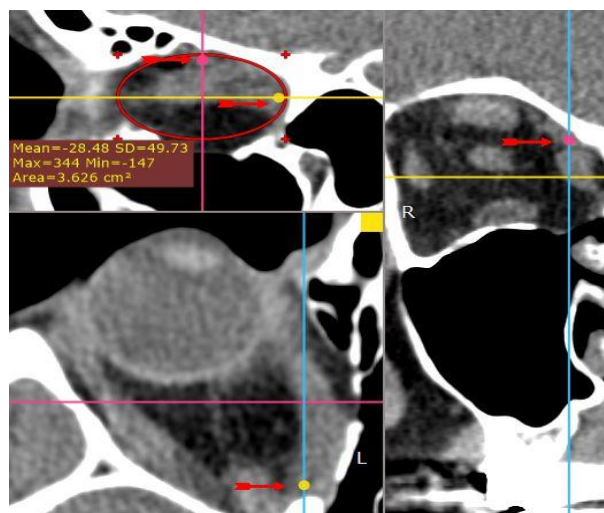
МСКТ после ТЭДО, правая орбита. Построение эллипса и контроль границ костного окна подвижными маркерами (указаны стрелками)
